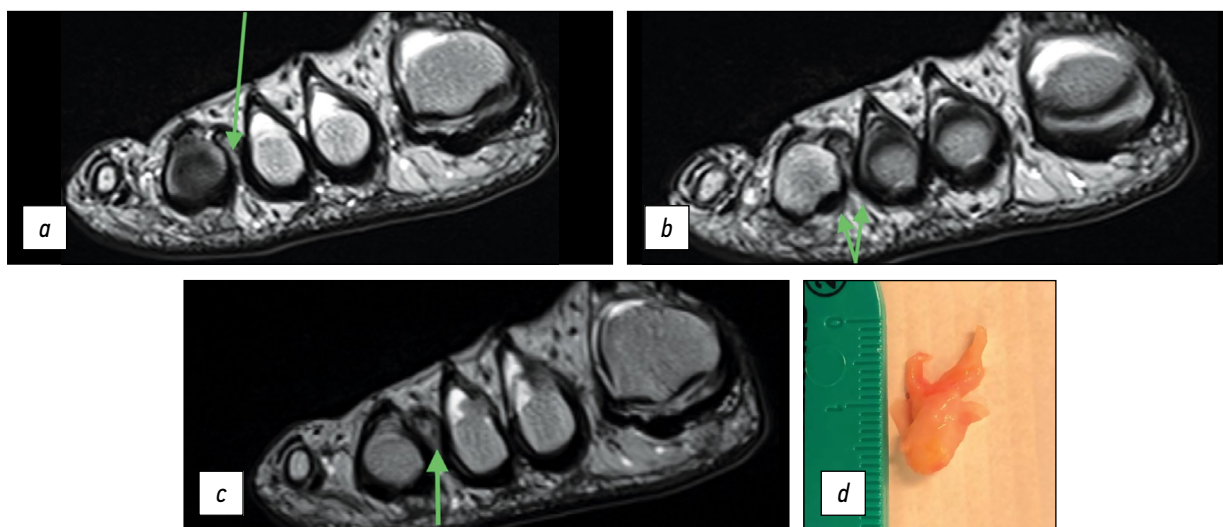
Пациент З., магнитно-резонансная томография, резецированный участок нерва: *a* — гипointенсивный сигнал по сравнению с окружающими тканями при T2-взвешенной последовательности (толщина срезов 630 микронетров), неврома третьего межпальцевого промежутка; *b* — T2-взвешенная последовательность (толщина срезов 630 микронетров), срез, следующий за изображением *a* в дистальном направлении: бифуркация общего подошвенного пальцевого нерва на медиальную и латеральную поверхности третьего и четвёртого пальцев соответственно; *c* — гипointенсивный сигнал по сравнению с окружающими тканями при T2-взвешенной последовательности (толщина срезов 2 мм), неврома третьего межпальцевого промежутка; *d* — резецированный участок нерва.
